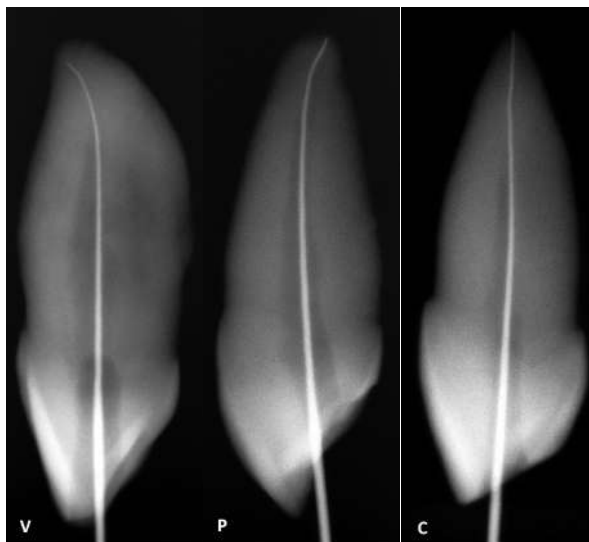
Radiografía próximo-proximal que muestra la desembocadura del foramen hacia vestibular (V), palatino (P) y coincidencia (C).
